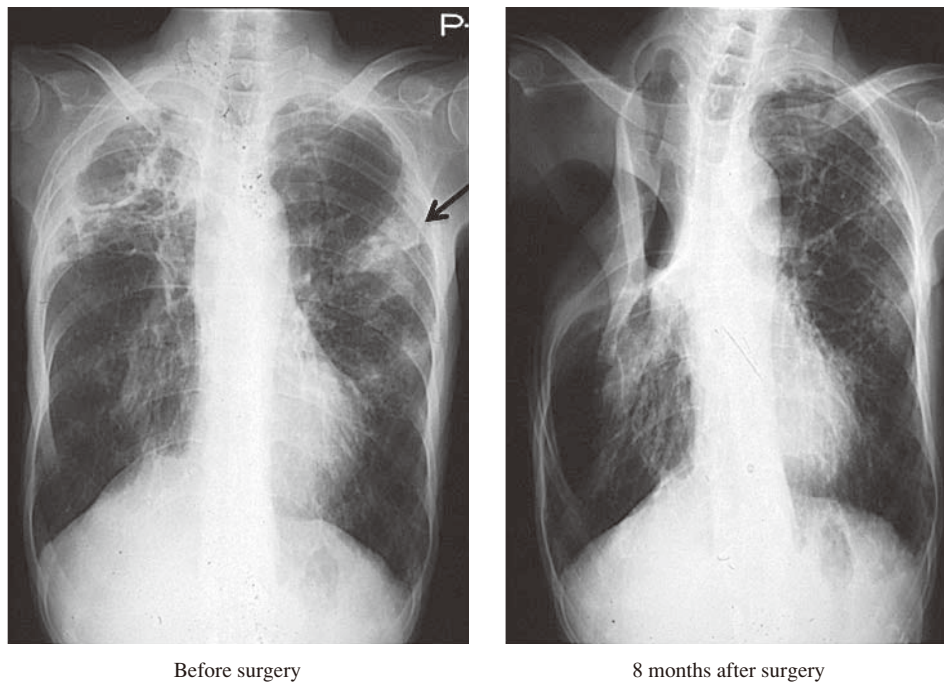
Chest radiographs of 59 year old female. Infiltrative shadow on the left upper lung field (arrow) improved 8 months after resection of the cavity performing combined chemotherapy.
